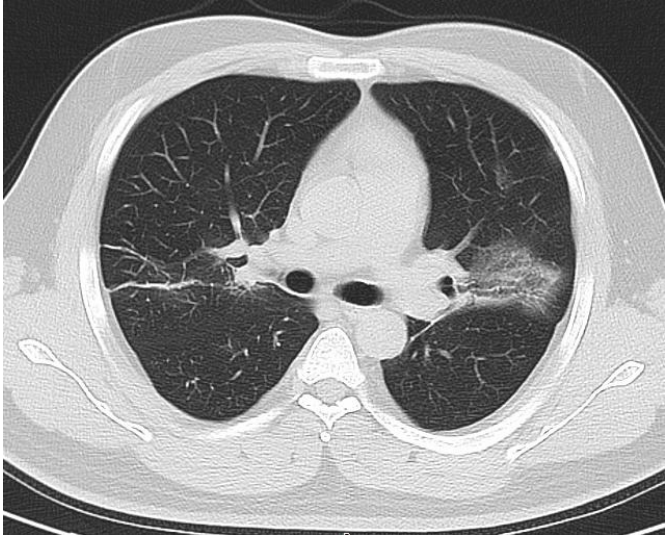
患者男，34岁。发热6天，体温39.5°。曾在武汉荆州医院就诊，当时CT提示左上肺少许感染。CT检查（如左图）新冠病毒核酸（+）
